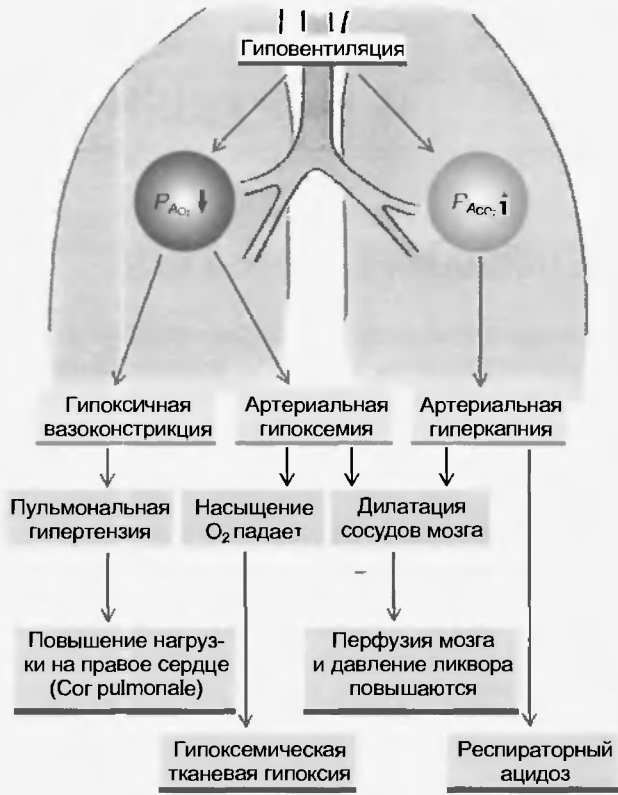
Влияние гипервентиляции. Она ведет к альвеолярной и артериальной гипоксемии (слева) и гиперкапнии (справа). Пульмональная гипертензия (повышенное кровяное давление в артериальном пути легочного кровотока как следствие гипоксической вазоконстрикции легочных сосудов) создает повышенную нагрузку на правое сердце и ведет при более длительном продолжении к его недостаточности. Гипоксимическая тканевая гипоксия и респираторный ацидоз рассматриваются далее. Гипоксическое и гиперкапническое расширения сосудов мозга ведут к повышенной перфузии мозга с повышающимся давлением в желудочках мозга и появлением неврологических симптомов
